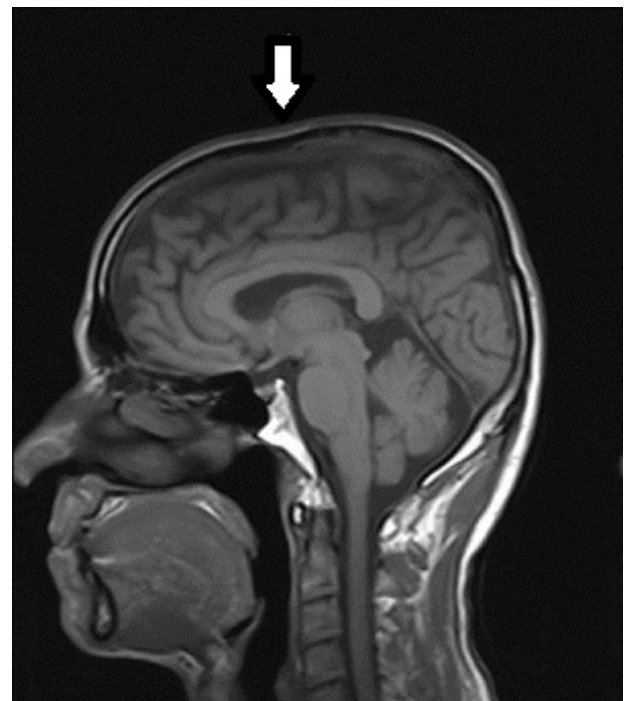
Corte sagital de Resonancia Magnética en secuencia T1, sin colapso de los ventrículos ni desplazamiento de la línea media. Se aprecia atrofia cortical a nivel frontoparietal (flecha).
